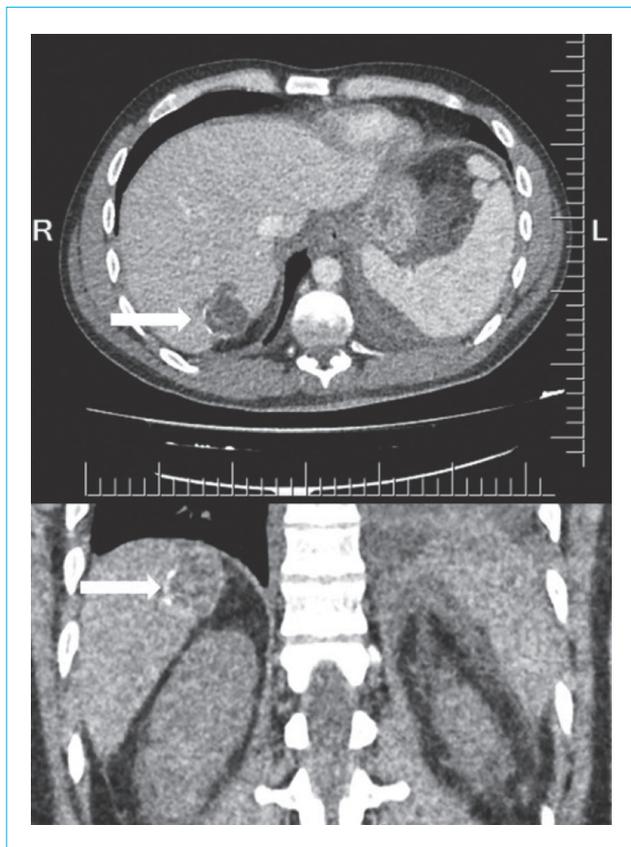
CT scan of the abdominal organs. Echinococcal focus of “honeycomb” structure in the seventh segment of the liver
